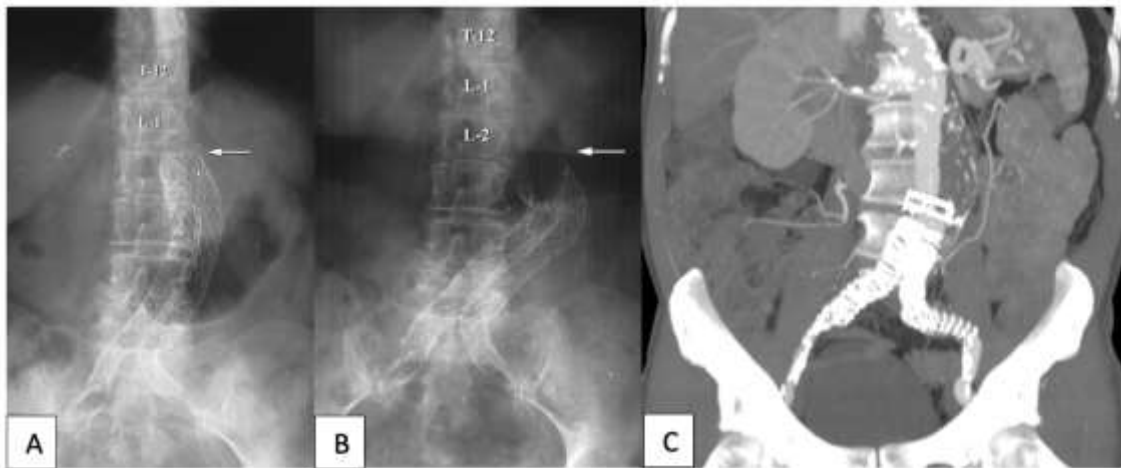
(A) Radiografía simple de abdomen que muestra la posición inicial de la endoprótesis a nivel de L1-L2 y la posición de la endoprótesis al año (B) a nivel de L2-L3. AngioTC de abdomen con reconstrucción que muestra la endoprótesis migrada (C). *Obtenido de: Connors MS, Sternbergh WC, Carter G, Tonnessen BH, Yoselevitz M, Money SR. Endograft migration one to four years after endovascular abdominal aortic aneurysm repair with the AneuRx device: A cautionary note. J Vasc Surg. 2002;36(3):476–84³³.*
